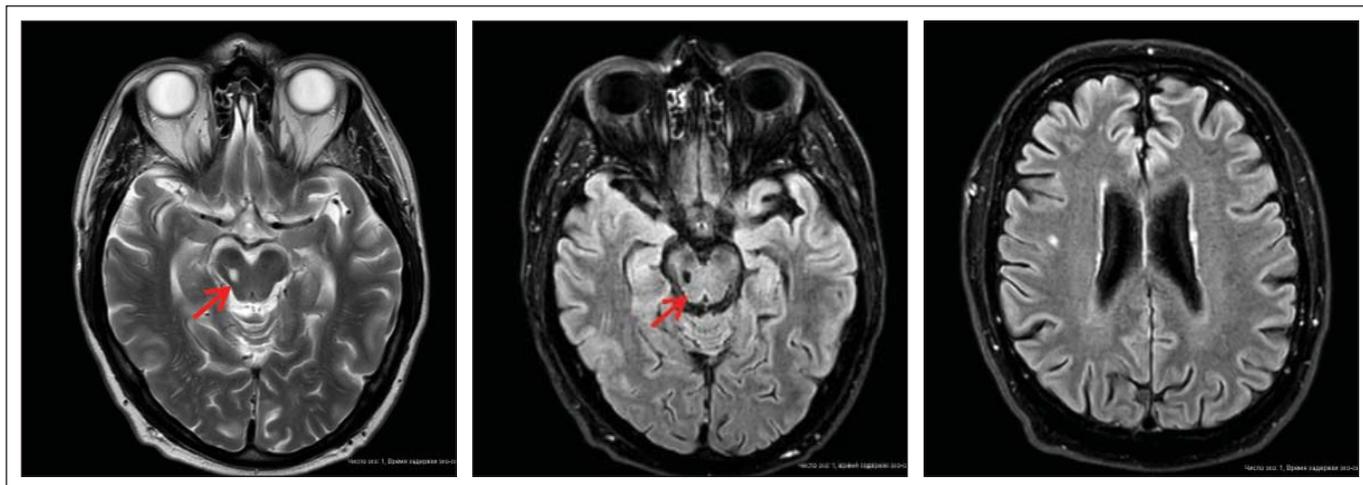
МР-томограмма головного мозга пациента 58 лет, обратившегося в поликлинику по поводу эпизодов головной боли, с иррадиацией в левый глаз. Проводилась дифференциальная диагностика между мигренью и кластерной головной болью. Ранее при профилактических осмотрах неоднократно фиксировались повышение артериального давления (АД) до 150–170/100 мм рт. ст., дислипидемия. Лечение не получал. На томограмме: лакунарная киста в правой половине моста (указана стрелкой). Легкий лейкоареоз (Fazecas I). В неврологическом статусе не найдено изменений
